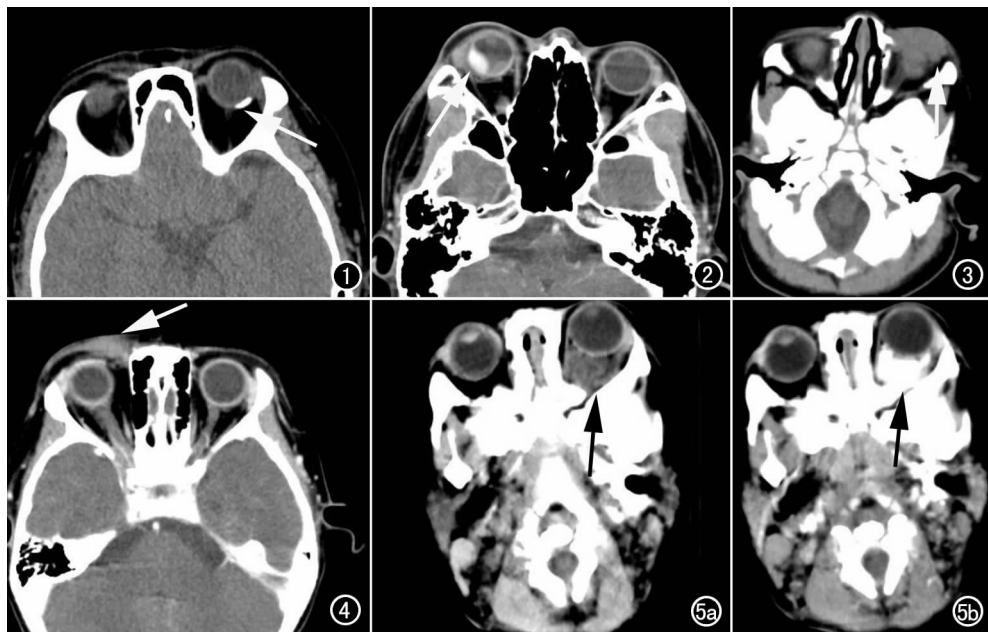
CT 平扫示左侧脉络膜骨瘤(箭)。图 2 右侧脉络膜血管瘤强化明显, 合并出血视网膜剥脱(箭)。图 3 左眼毛细血管瘤(箭)。图 4 右眼睑淋巴血管瘤(箭)。图 5 a) CT 平扫示左眼海绵状血管瘤(箭); b) CT 增强后病灶明显强化(箭)。
